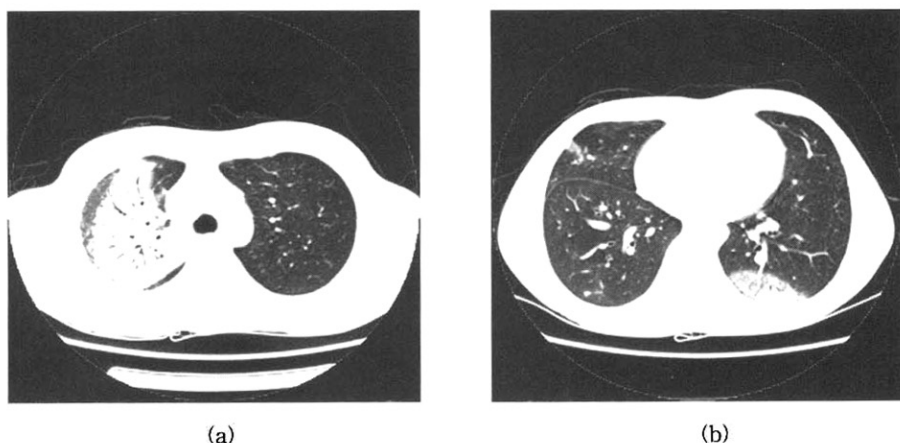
Chest CT scan showed consolidation and ground glass opacity at the entire right upper lobe(a) and subpleural area of other lobes(b). Air bronchogram is combined.
